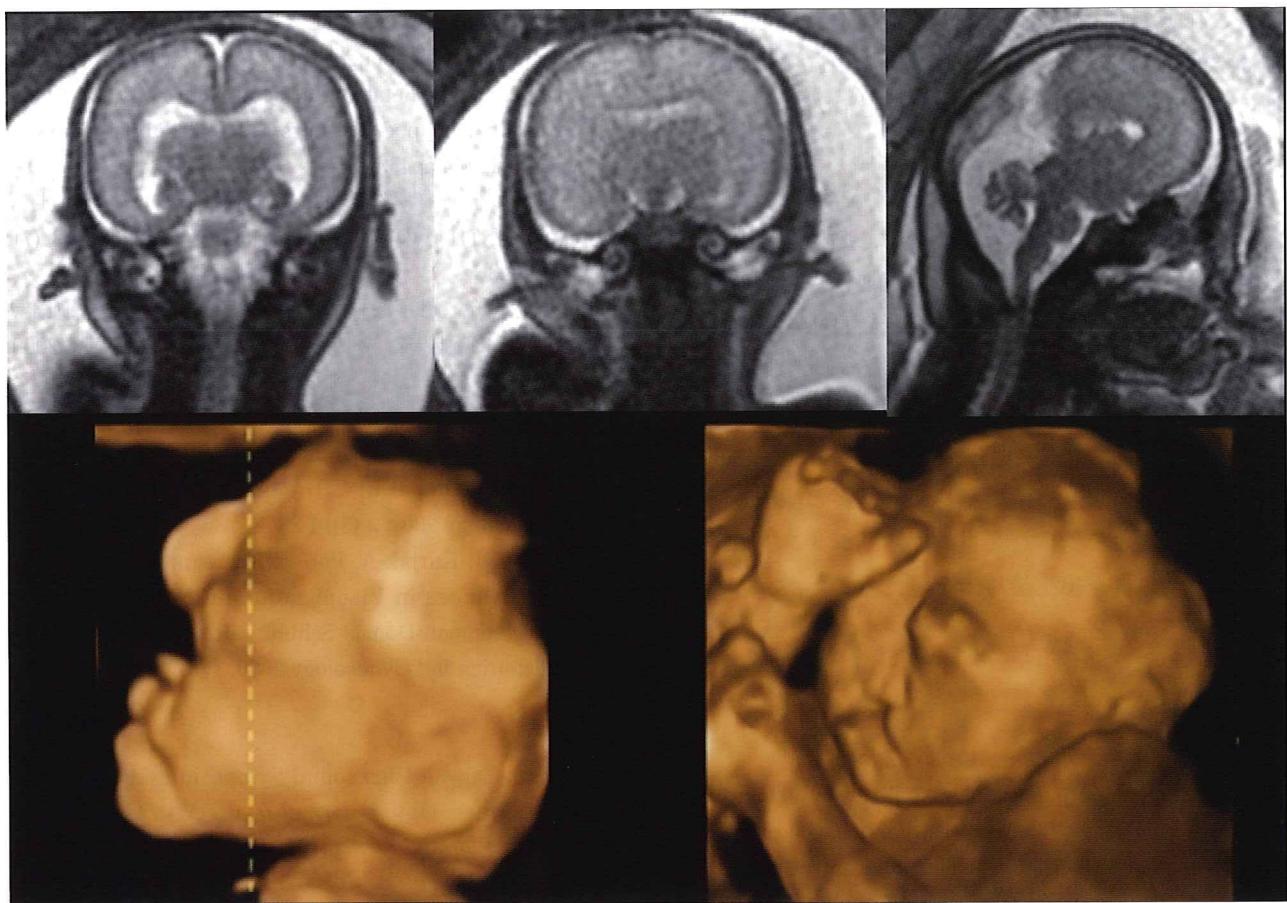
症例6（全前脳胞症）の胎児MRIと3D超音波画像
